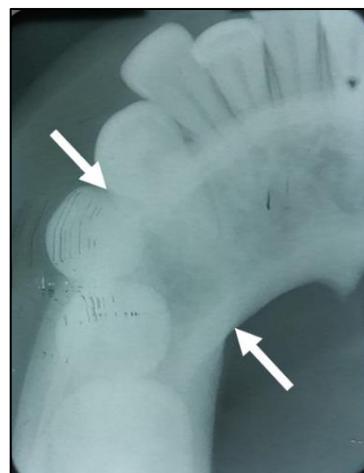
Radiografia oclusal parcial de mandíbula (acompanhamento de 10 meses): ausência de expansão das corticais ósseas vestibular e lingual (vide setas).
